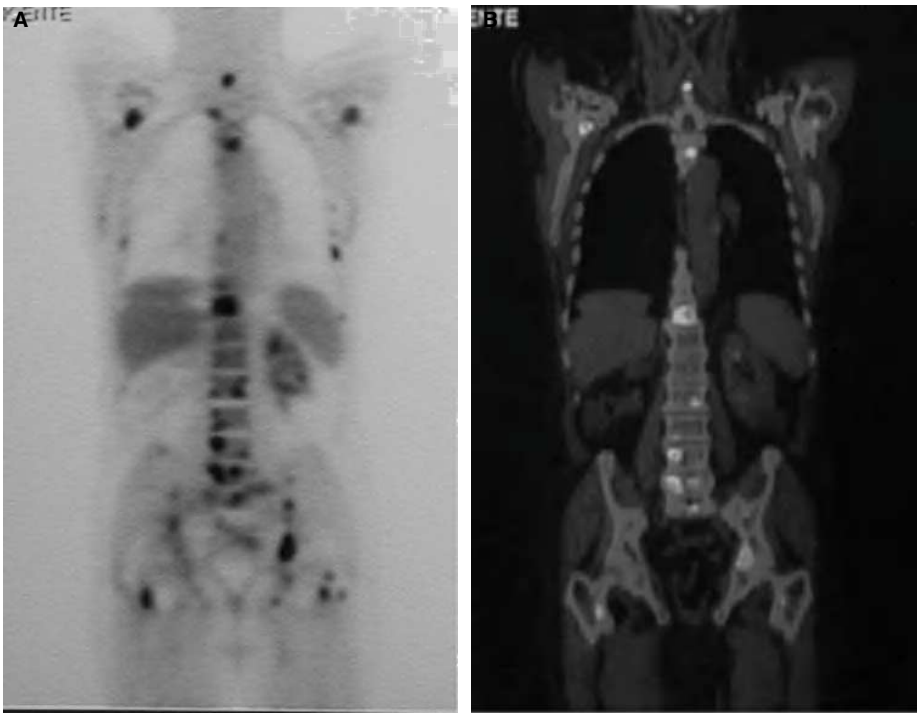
Corte coronal de la tomografía por emisión de positrones con fluorodesoxiglucosa (PET-FDG) (A) y PET/tomografía computarizada (TC) que muestra la existencia de múltiples imágenes de hipercaptación sugestivas de diseminación ósea metastásica.
